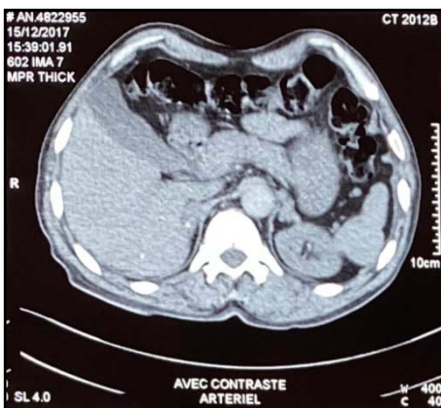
TDM abdominale : Masse surrenalienne droite d'allure maligne de 30 x22x41 mm associée à une hyperplasie surrenalienne gauche.
